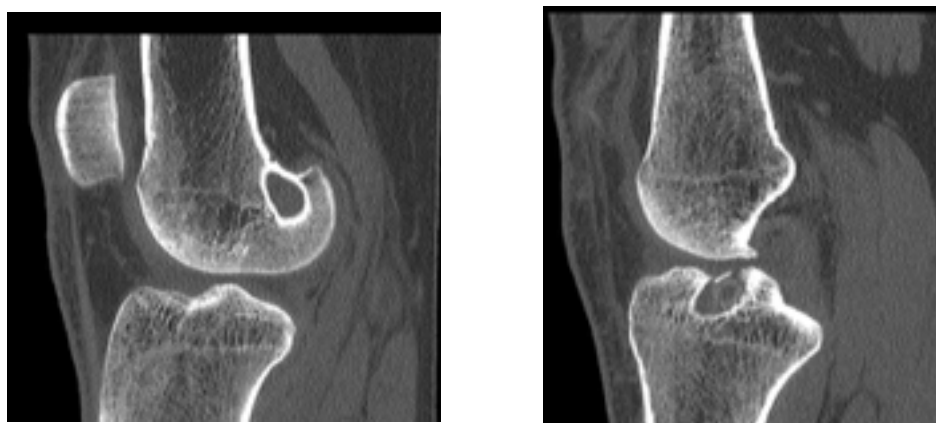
bis. Imágenes del TC de los túneles del Caso 4
